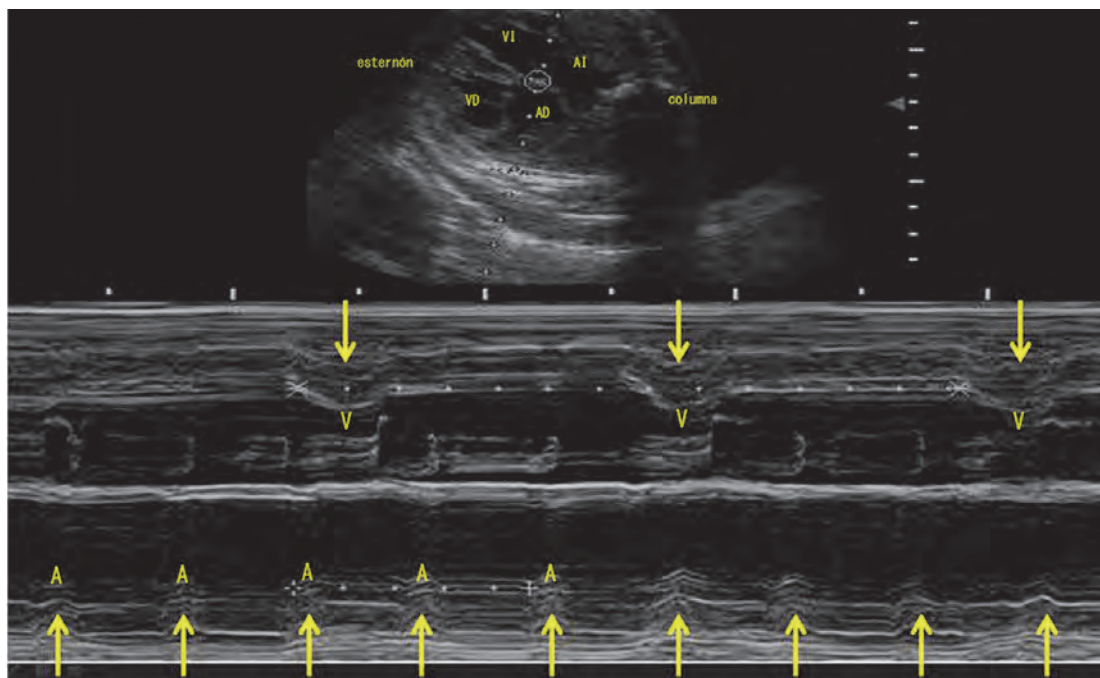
Bloqueo auriculoventricular (BAV) completo: Ecocardiograma fetal, proyección cuatro cámaras, con registro simultáneo en modo-M. La línea de puntos atraviesa al mismo tiempo la pared lateral de VI y la AD. El ritmo ventricular es lento y la actividad auricular es más rápida sin que se pueda establecer una relación entre aurícula y ventrículo (la contracción auricular unas veces precede y otras sucede a la contracción ventricular: disociación AV).
